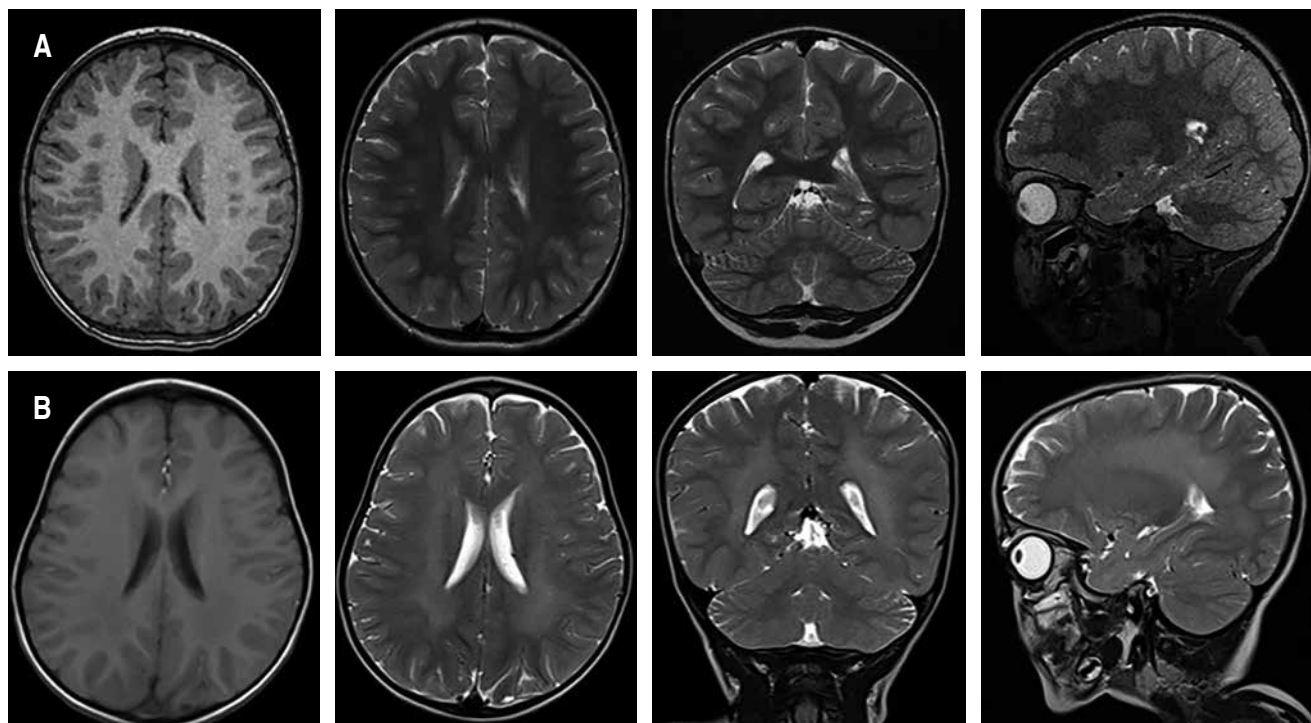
A) Cortes axiales en T1, FLAIR; corte sagital y axial en T2 en la primera resonancia magnética. B) Imágenes de resonancia después de siete meses que evidencia alteración de la intensidad de la señal en la sustancia blanca, con hiperintensidad en T2 e hipointensidad en T1.
